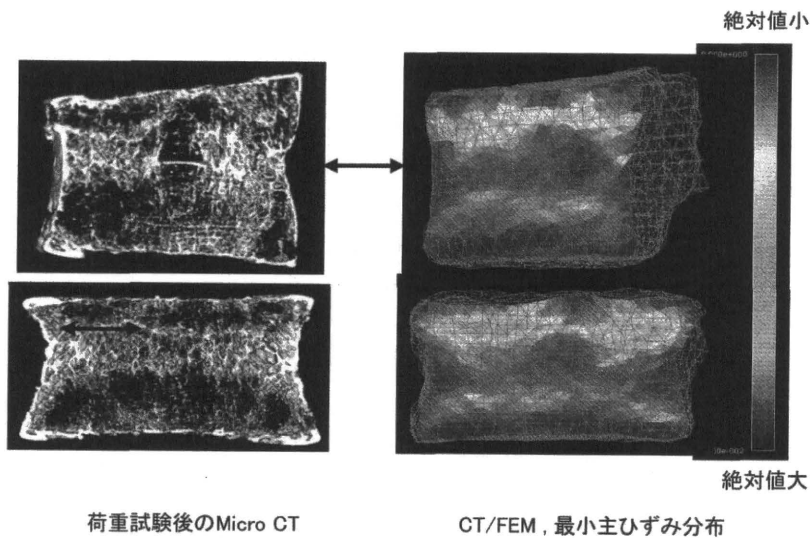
CT/FEMの骨折部位予測の正確性(第2腰椎)
